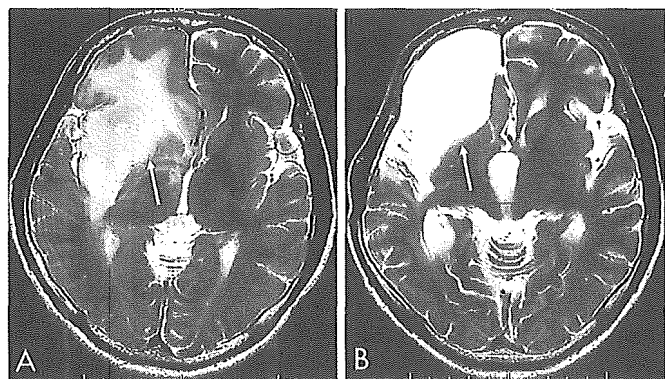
Preoperative (A) and postoperative (B) T2-weighted magnetic resonance images of patient with right insulooperculum glioblastoma, showing a total tumor removal.
